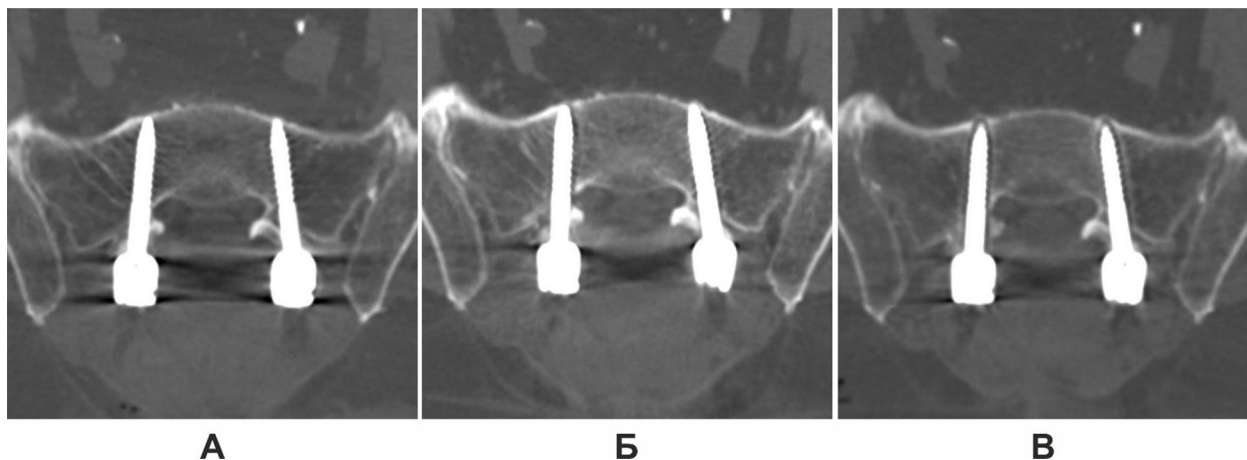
Результати СКТ пацієнта С.: А – через 3 дні після хірургічного втручання; Б – через 4 міс; В – через 8 міс
